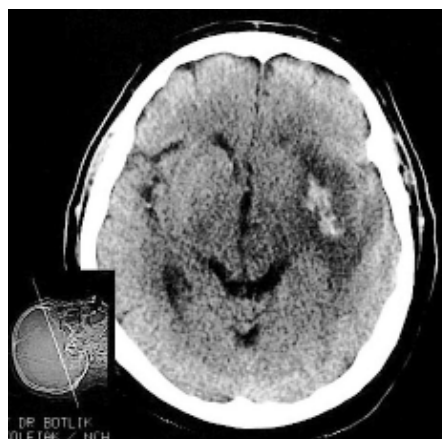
CT scan after evacuation of hemorrhage.
